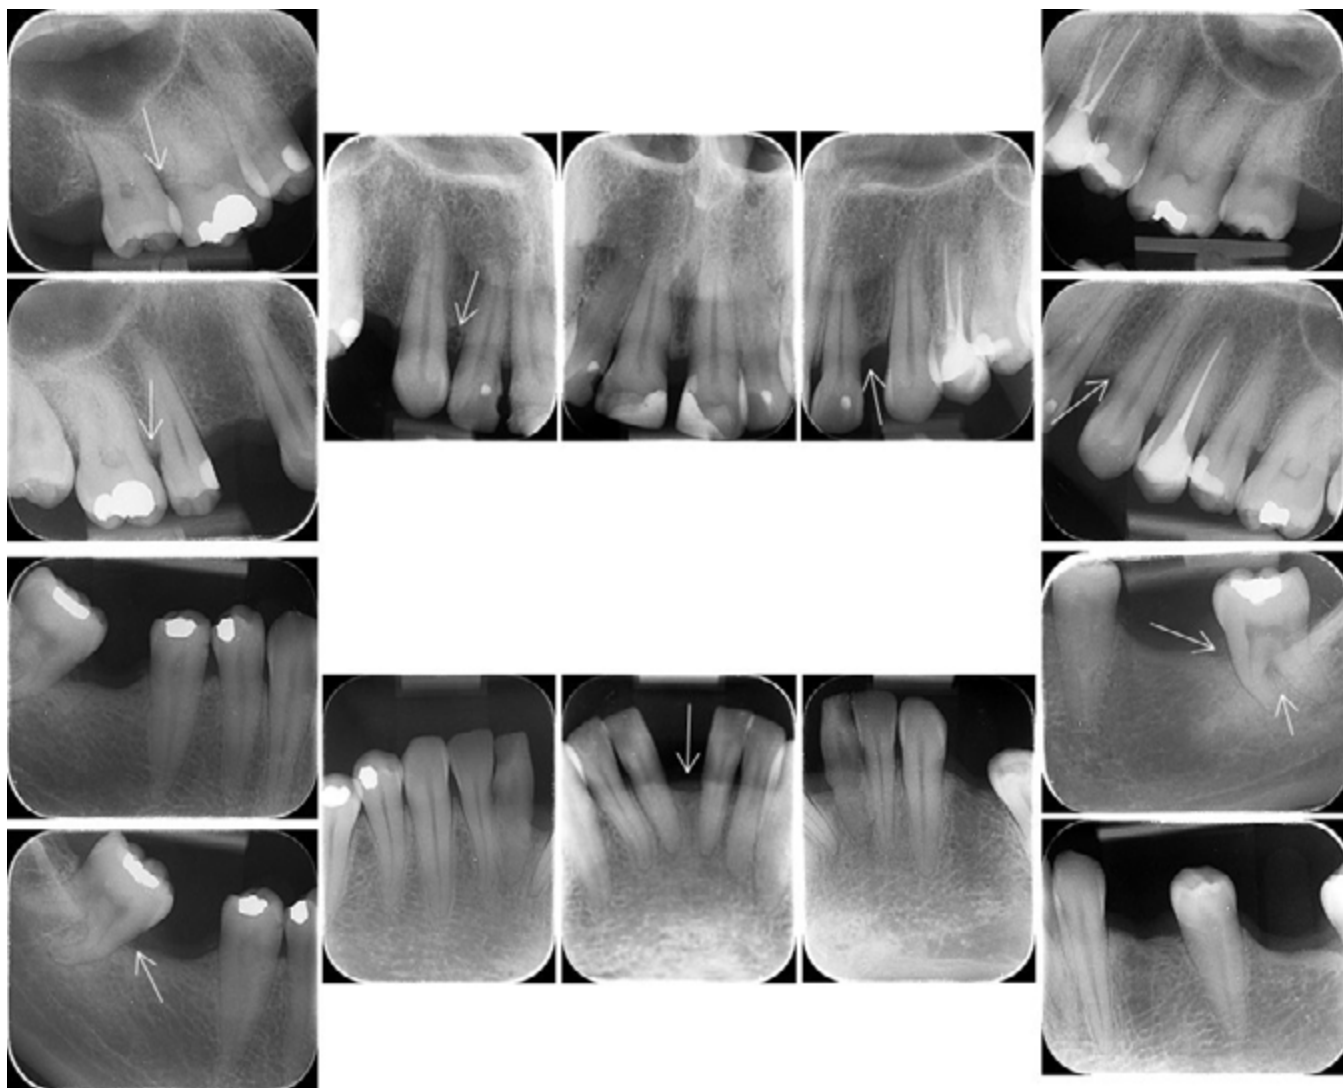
Radiografias periapicais iniciais. Nota-se defeitos ósseos vertical na mesial do 38, 48 e 23. Defeitos nas cristas ósseas entre o 13 e 12, 23 e 22, 16 e 15. Perda óssea horizontal generalizada principalmente na região de incisivos inferiores. Lesão de furca no 38. (setas).
